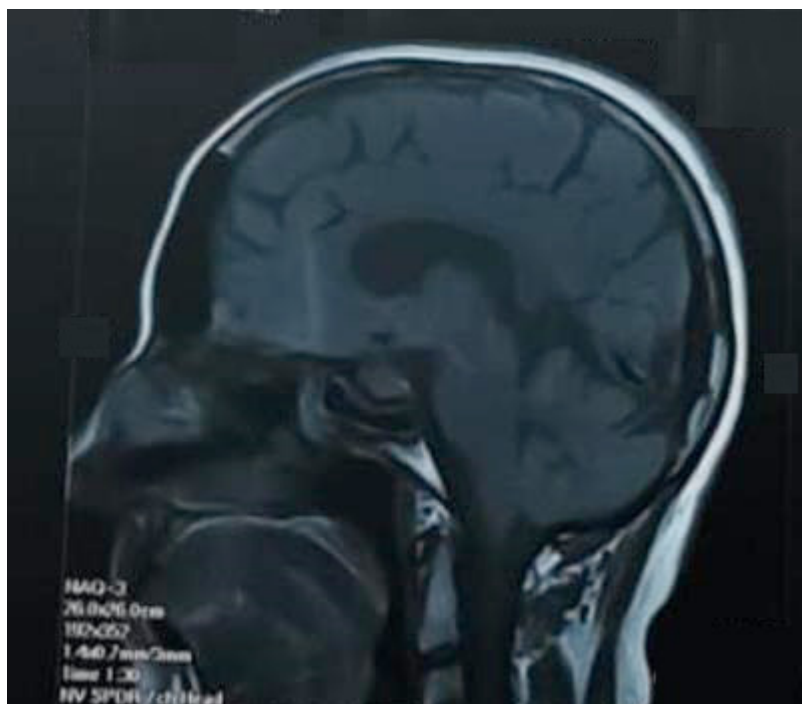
Ressonância magnética do encéfalo, corte sagital, demonstrando parênquima hipofisário mantido e alterações pós-cirúrgicas cicatriciais.
